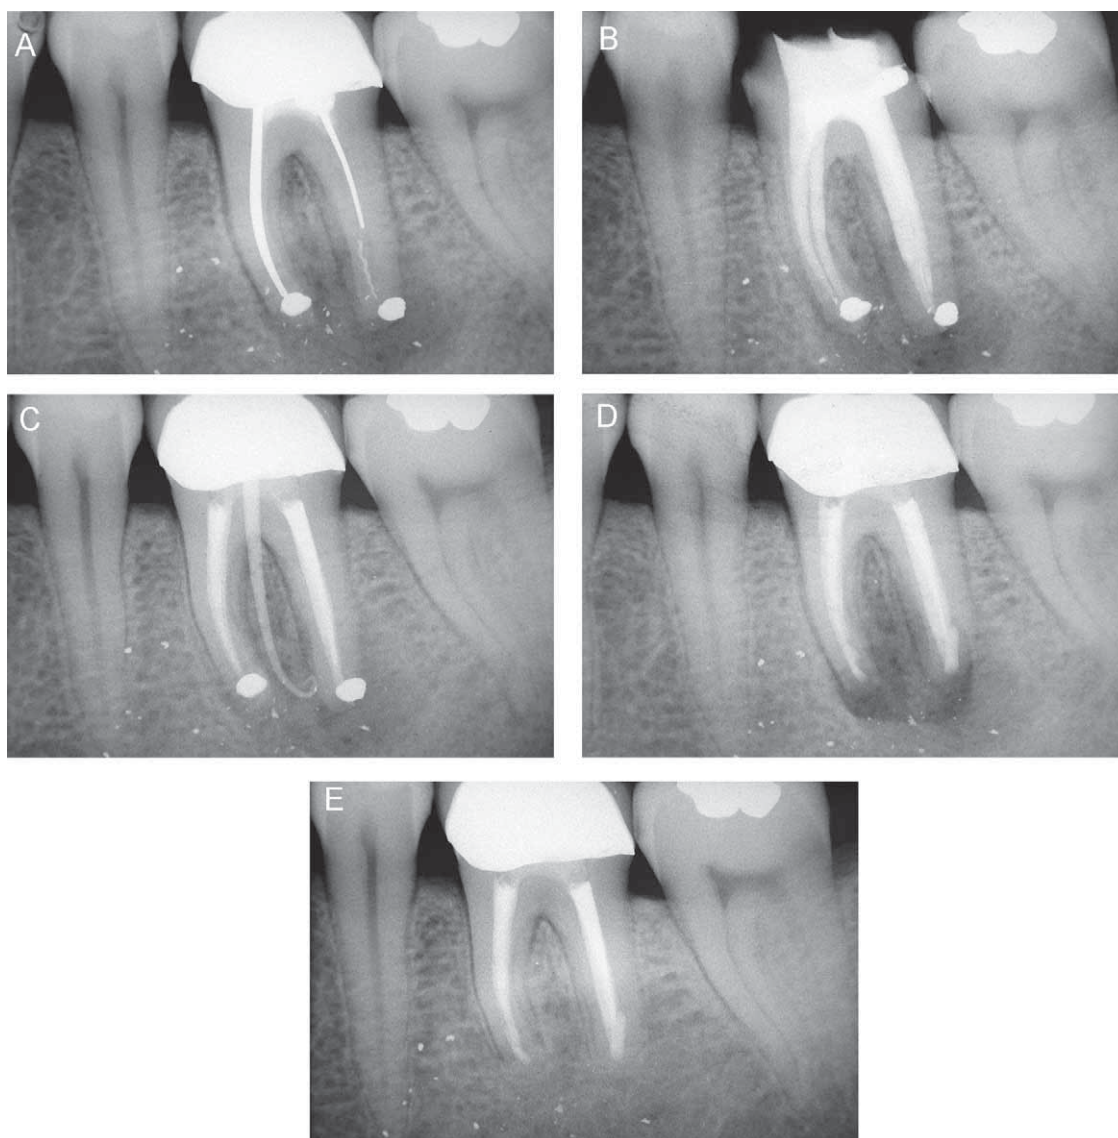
Un tipico esempio di chirurgia endodontica: l'intervento è stato eseguito dopo il fallimento di una terapia ortograda male eseguita. A. Radiografia pre-operatoria. B. Radiografia post-operatoria dopo il ritrattamento ortogrado. C. Dopo pochi mesi la paziente si ripresenta con una fistola: ora c'è l'indicazione al ritrattamento chirurgico. D. Radiografia post-operatoria: le otturazioni retrograde sono state eseguite con SuperEBA. E. Radiografia di controllo dopo due anni.
